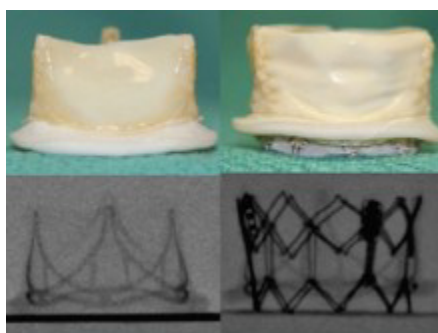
Материалы из мобильного приложения «Valve in valve mitral». Демонстрируется хирургический клапан, его рентгенконтрастная тень (первый столбец картинок) и имплантированный в него клапан Sapien (Edwards Lifesciences, Irvine, California) (второй столбец картинок). (Источник: Vapat V. Valve-in-valve apps: why and how they were developed and how to use them. EuroIntervention 2014;10 Suppl U:U44–51.)
